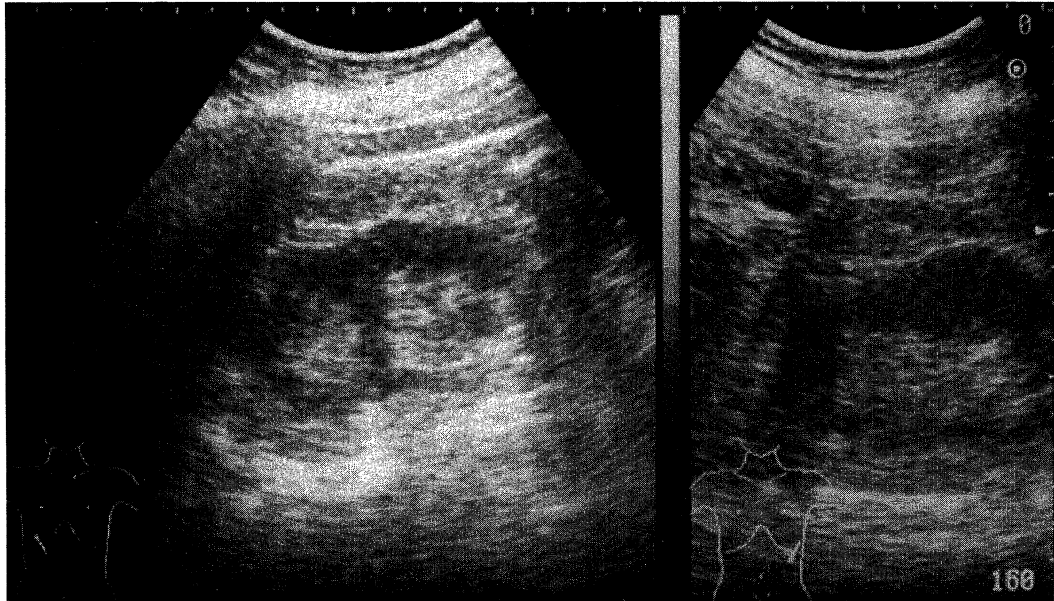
An abdominal ultrasonic scanning of the kidneys at admission shows atrophic cortex but no evidence of hydronephrosis.
